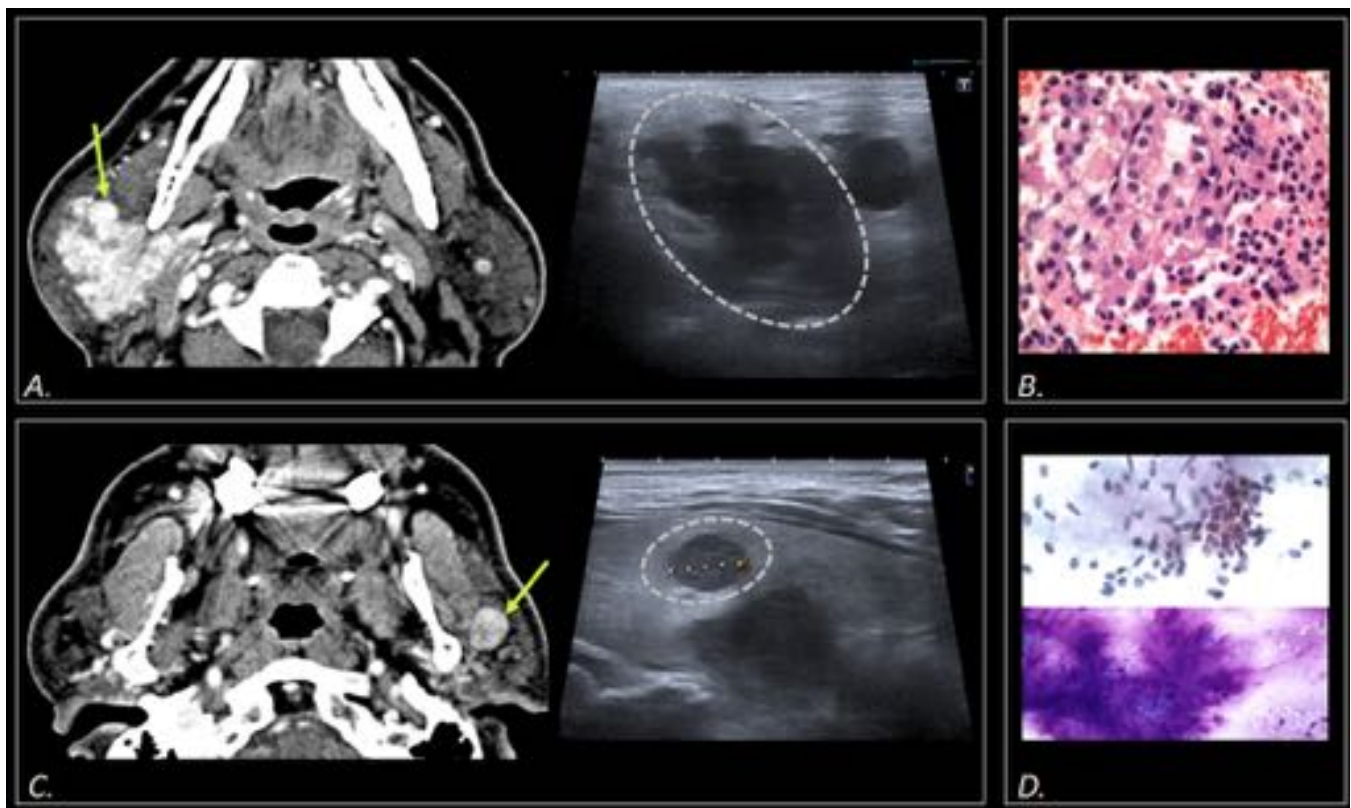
Hombre con neoplasia renal en remisión desde hace 11 años. Estudio debido a tumoración preauricular derecha. A)TC y ecografía cervical. Masa sólida polilobulada hipervascular en parótida derecha (flecha y círculo). B)Citología. Células neoplásicas de citoplasma claro y luces vasculares compatible con metástasis renal. C) Además mostró nódulo sólido con mínimo realce en parótida izquierda (flecha y círculo). D)Citología. Células epiteliales y estroma mixoide compatible con adenoma pleomorfo.
